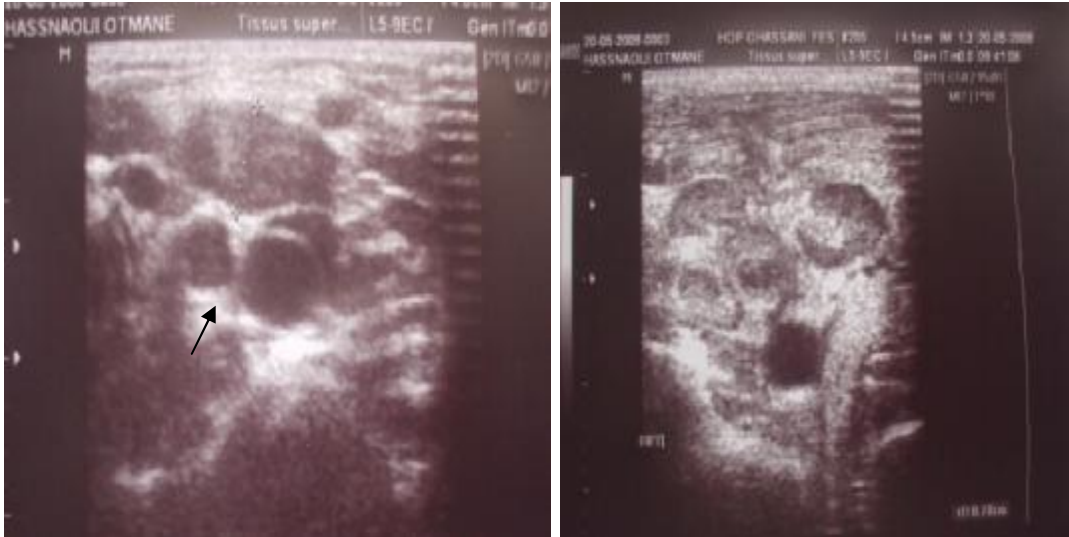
L'échographie cervicale montrant une thrombose de la veine jugulaire droite avec des adénopathies
